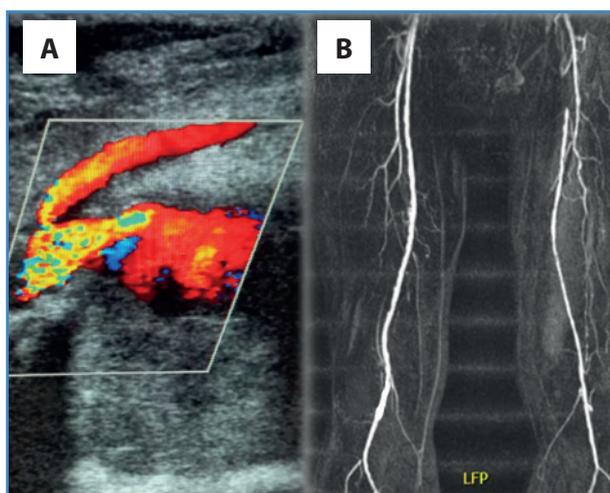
Diagnóstico del pseudoaneurisma poplíteo con ecografía arterial en la que se objetiva una dilatación focal a nivel de 2.ª porción poplíteo derecha con una gran rama colateral en el extremo proximal (A) y con aRMN que confirma la presencia del pseudoaneurisma a nivel de la 2.ª porción poplíteo de $57 \times 3,5 \times 4$ cm (B).
